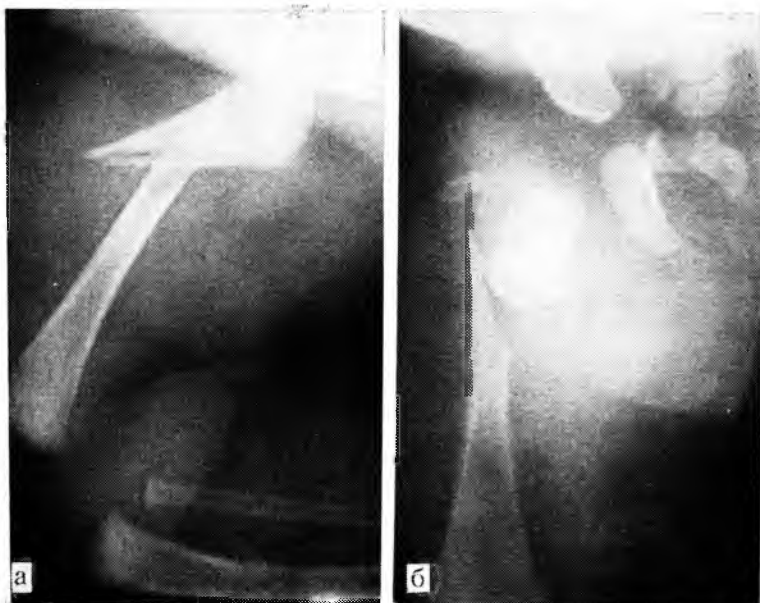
Косой перелом диафиза бедренной кости со смещением костных отломков у новорожденного. Рентгенограмма.
